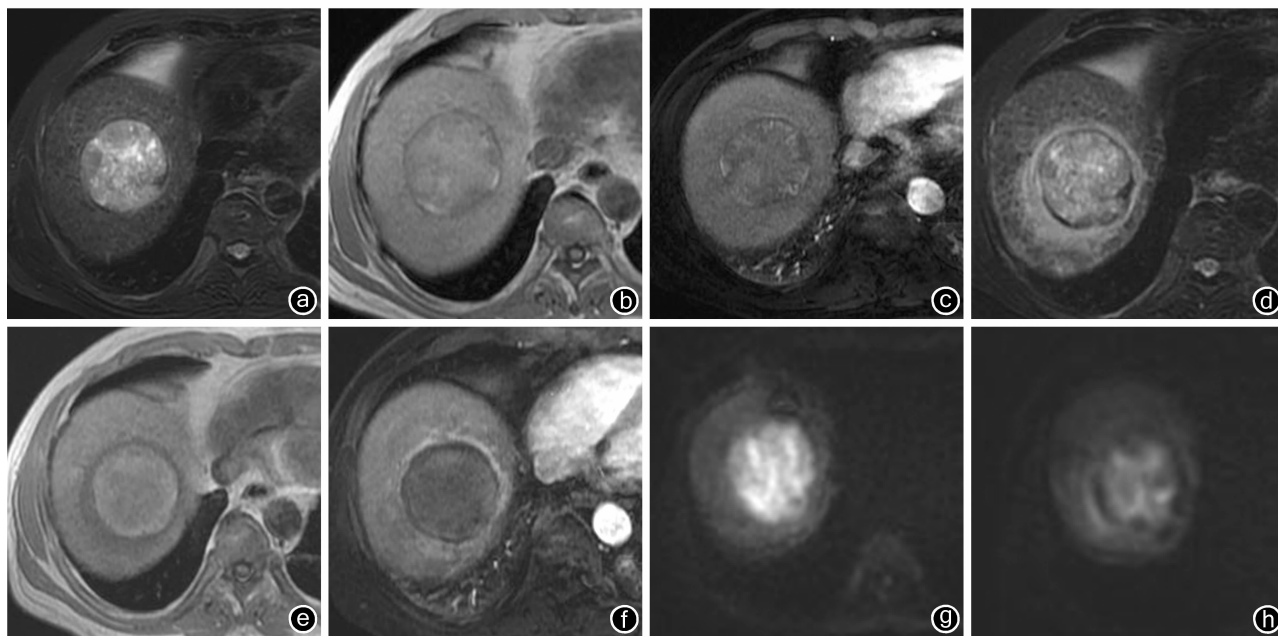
肝癌患者行 TACE 前后 MRI 检查结果 a~c:患者 TACE 前图像; d~f:患者 TACE 后 1 个月图像; d:平扫 T_2 WI,肝右叶类圆形混杂稍高和低信号,周边见“晕”高信号; e:平扫 T_1 WI,病灶呈稍高和等信号,环以稍低信号; f:动态增强扫描动脉期病灶内部未见强化,边缘见薄层强化影; g~h:肝癌患者行 TACE 前后 1 个月的弥散加权成像图像,病灶信号明显降低
